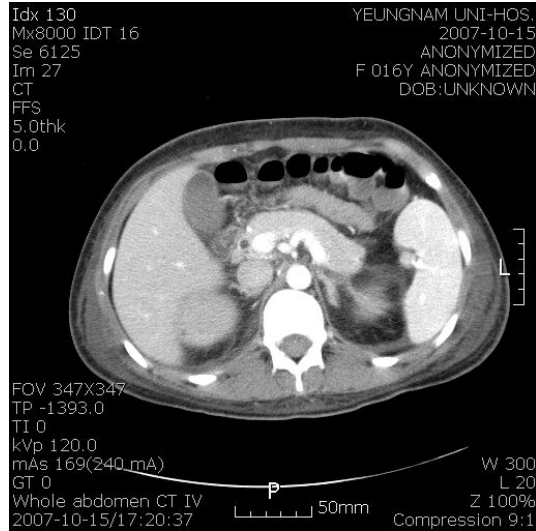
The contrast-enhanced abdomen CT shows pancreatic swelling and a fluid collection at the peripancreatic area.
